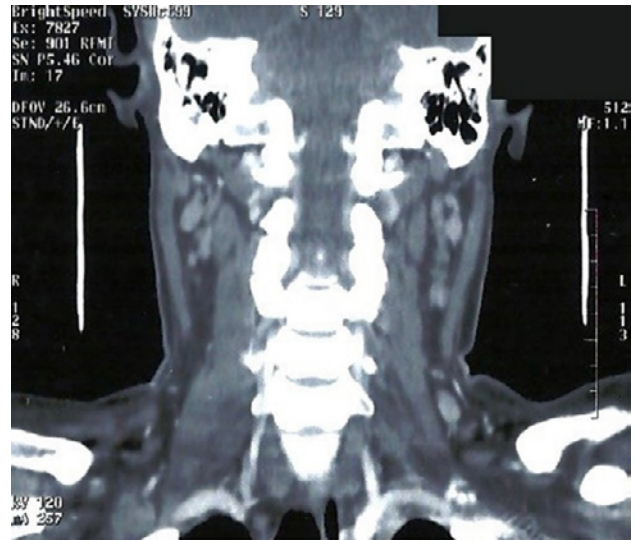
Tomografia computadorizada de pescoço evidenciando linfonodomegalia cervical bilateral, maior à esquerda.
